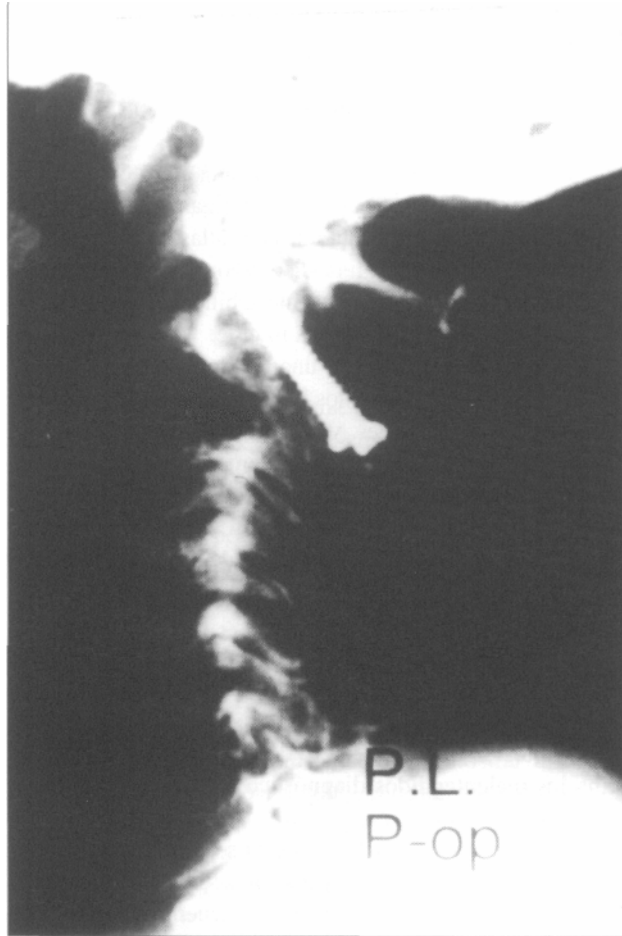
Radiografía de perfil en el posoperatorio inmediato.
